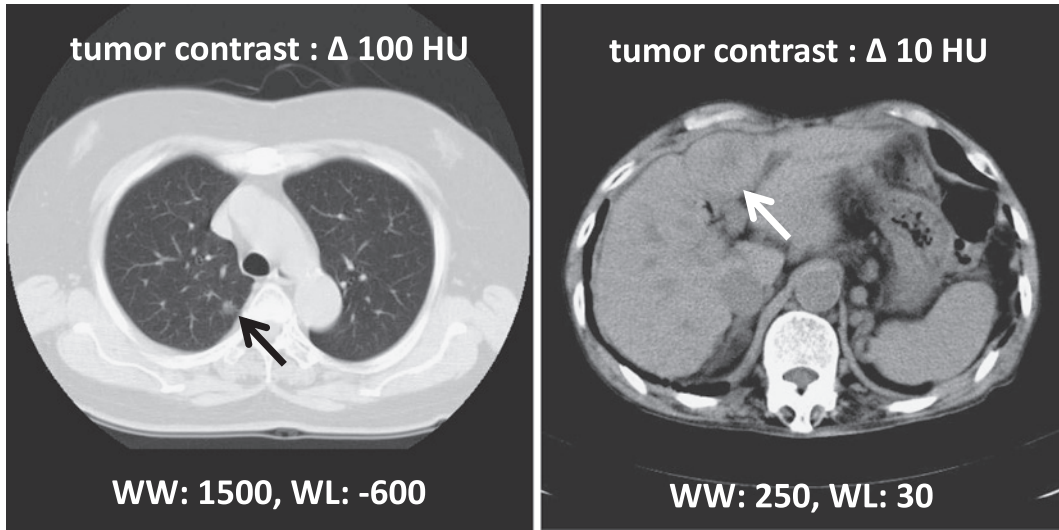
Comparison of lung CT image and abdominal CT image of normal dose CT in clinical examinations.
